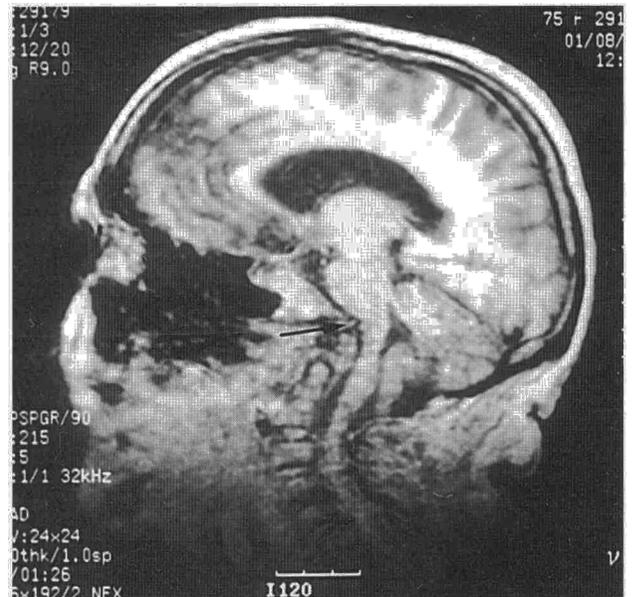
En la secuencia sagital de RM en T1 se aprecia una gran impresión basilar, malformación de Arnold-Chiari tipo I y deformidad bulbar secundaria (flecha).
